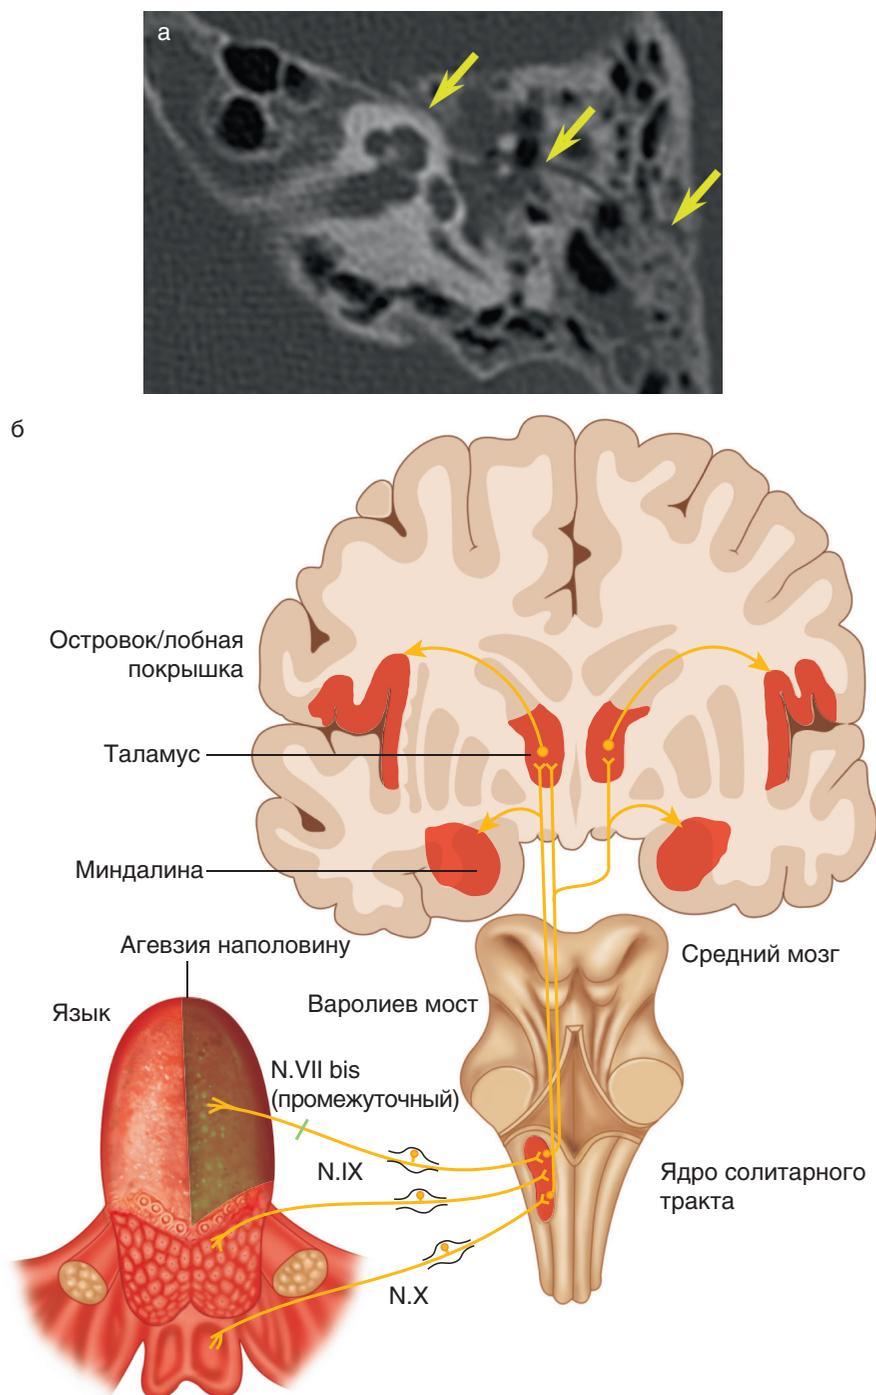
(а) Компьютерная томография продольного перелома височной кости. (б) Перерезка нерва барабанной струны, ветви промежуточного нерва и, как следствие, односторонняя потеря вкуса на передней части языка
